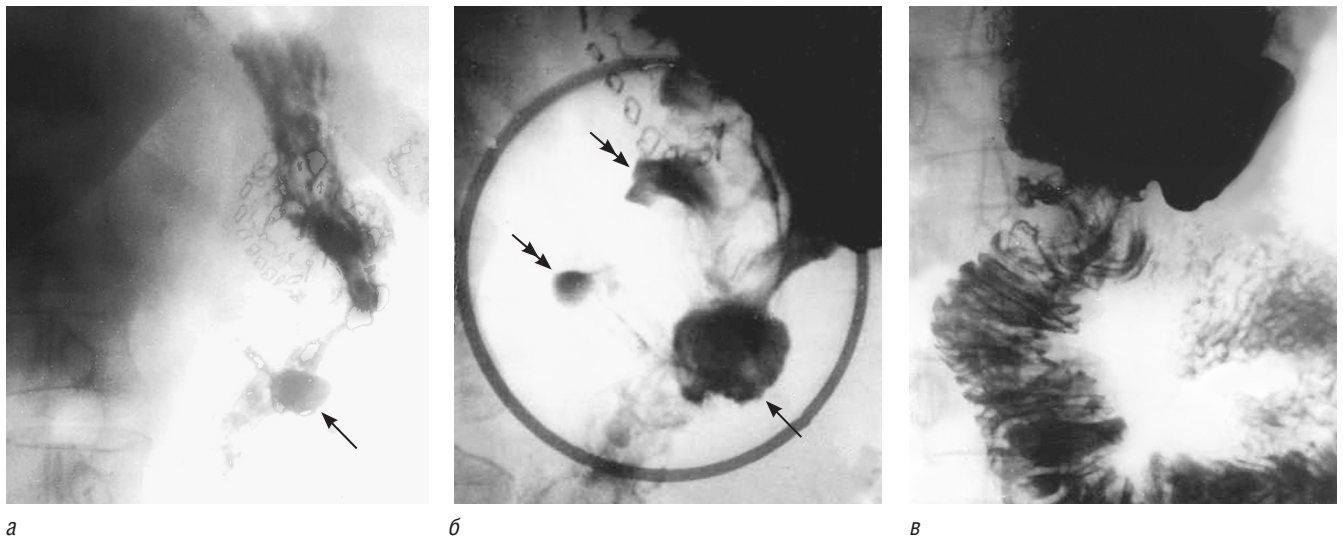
Пациентка С., 57 лет. Синдром Золлингера–Эллисона. Рецидивирующая пептическая язва тощей кишки: *а, б* — рентгенограммы, произведенные через год после резекции желудка по Бильрот-II по поводу кровоточащей язвы двенадцатиперстной кишки (видна язвенная ниша, отмеченная одинарной стрелкой, размером 3,5×3,5 см с наличием двух язвенных карманов, отмеченная двойными стрелками); *в* — рентгенограмма через 2 месяца после резекции и стволовой ваготомии (язва отсутствует)
